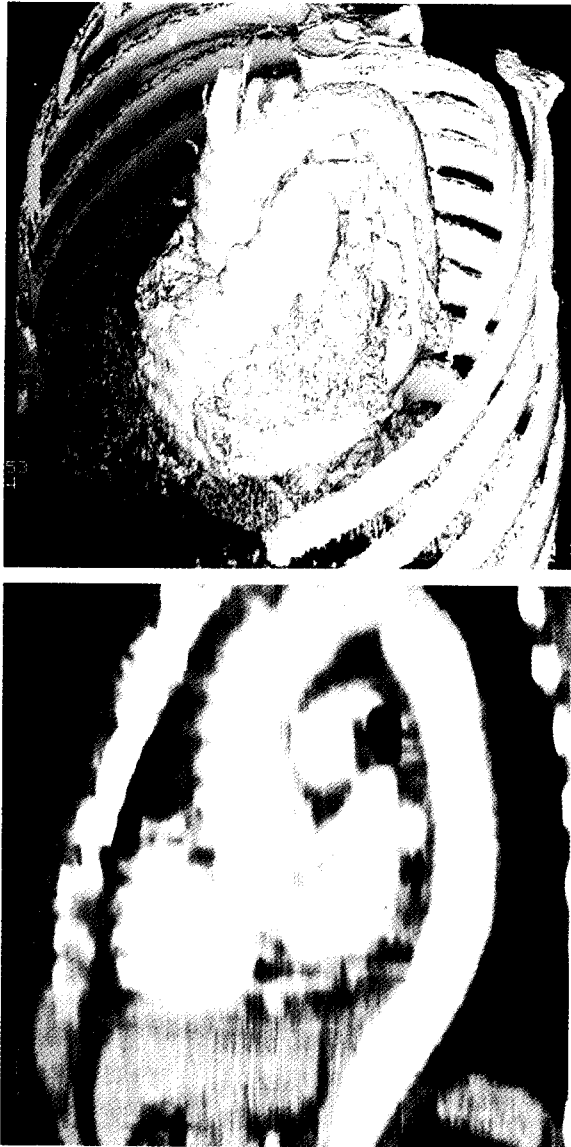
수술 후 16개월째 시행한 나선상전산화단층촬영. 수술부위에 특별한 문제가 없음을 확인할 수 있다.
